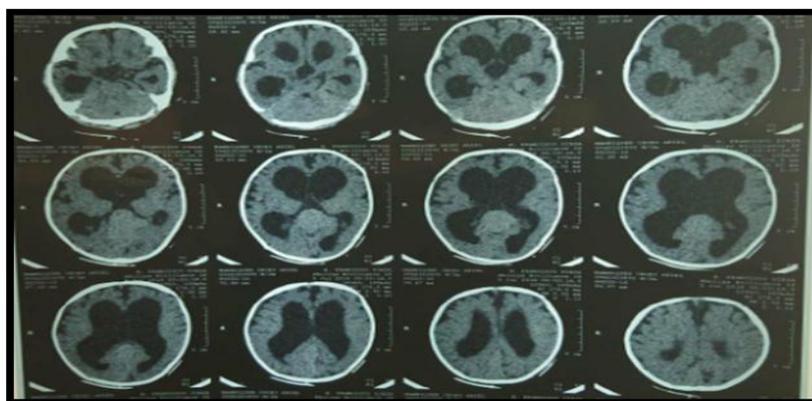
TAC de cráneo simple donde se aprecia aumento de volumen de los ventrículos
